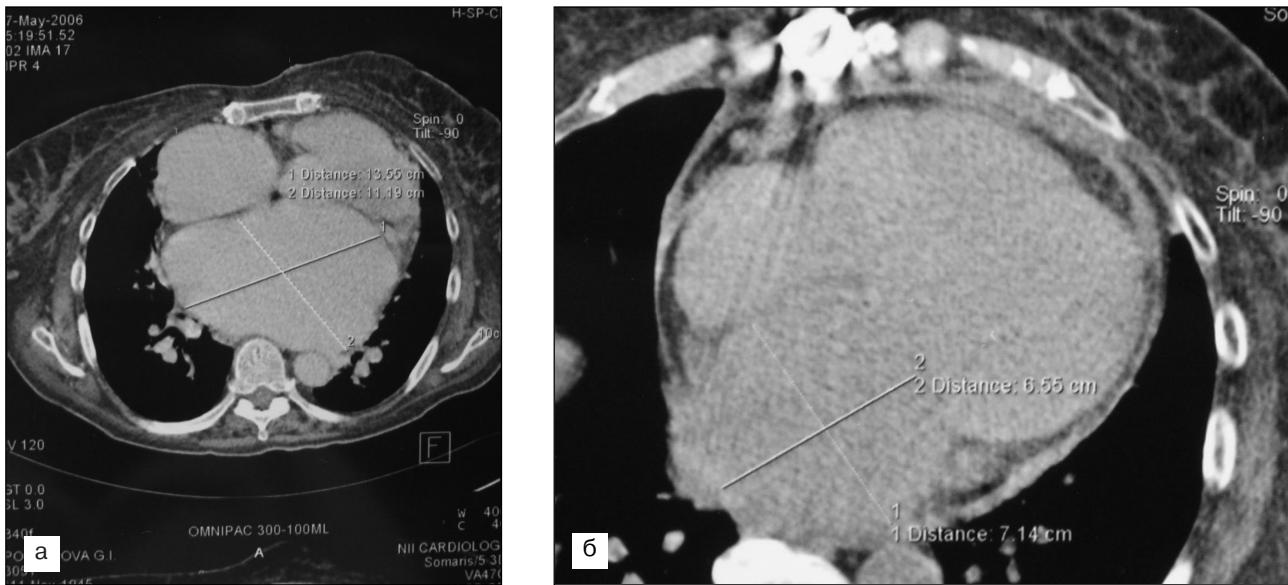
Динамика размеров сердца по данным мультиспиральной компьютерной томографии до (а) и после операции (б).
